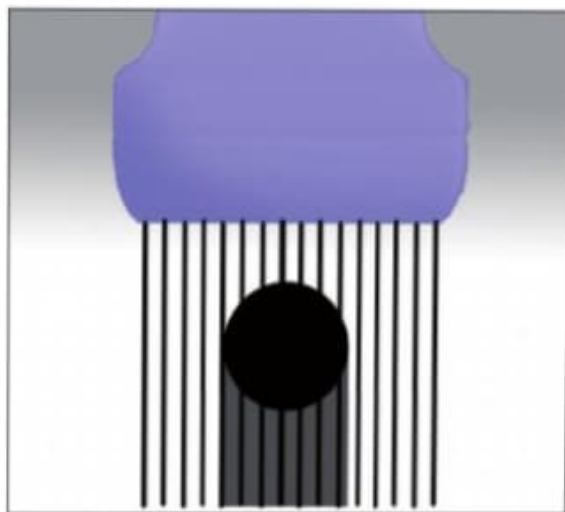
Ecografía convencional.
